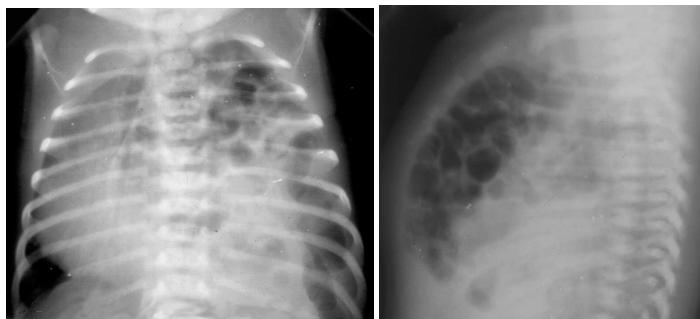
Рентгенограммы грудной клетки в двух проекциях при асфиксическом ущемлении задней диафрагмальной грыжи у новорожденного
